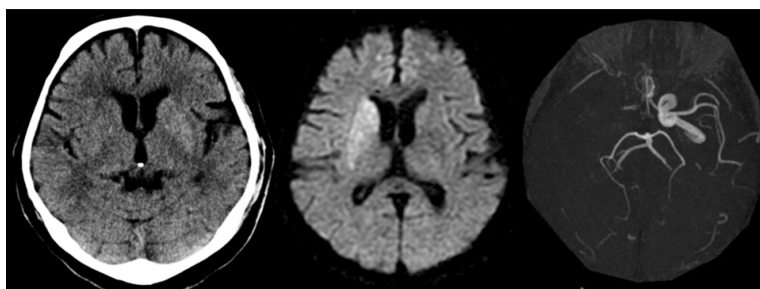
頭部単純CTによるearly CT sign
